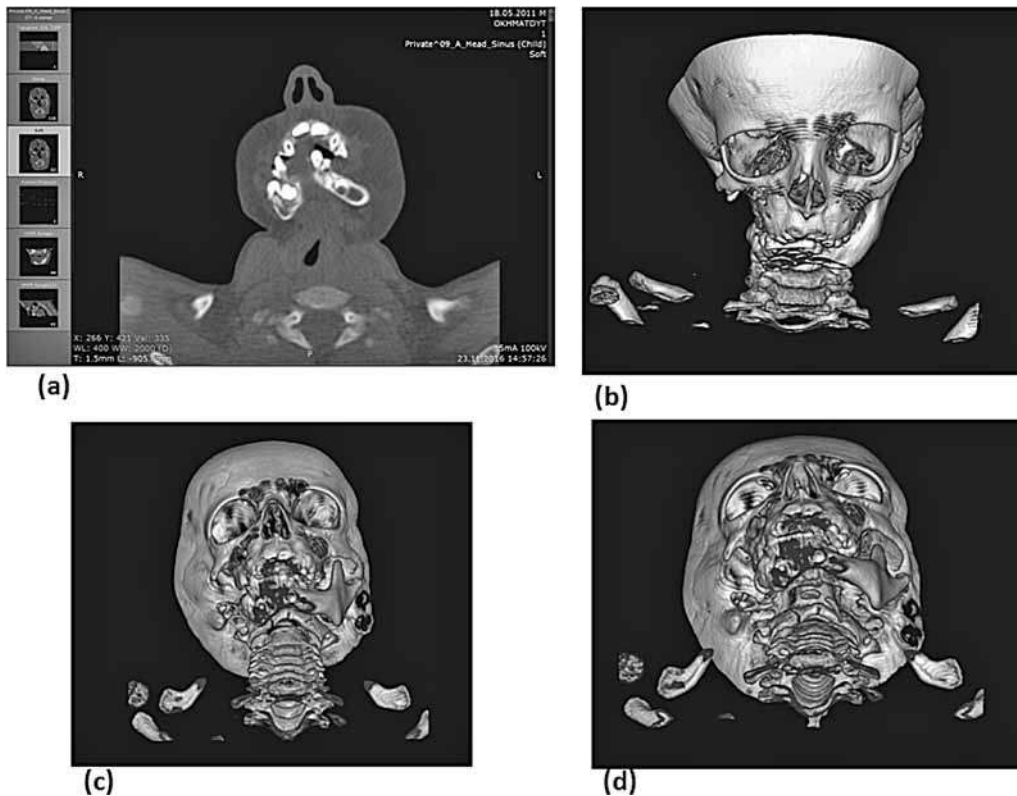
Фрагменти КТ пацієнта П. в 5 років 6 місяців. (а), (b), (c), (d) – спостерігається справа гіпоплазія виличної кістки; гіпоплазія нижньої щелепи, відсутність кута і гілки нижньої щелепи.
